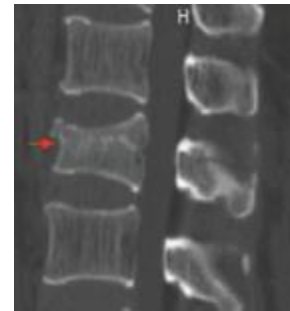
术前腰椎 CT 重建显示椎体前中部压缩 1/3
